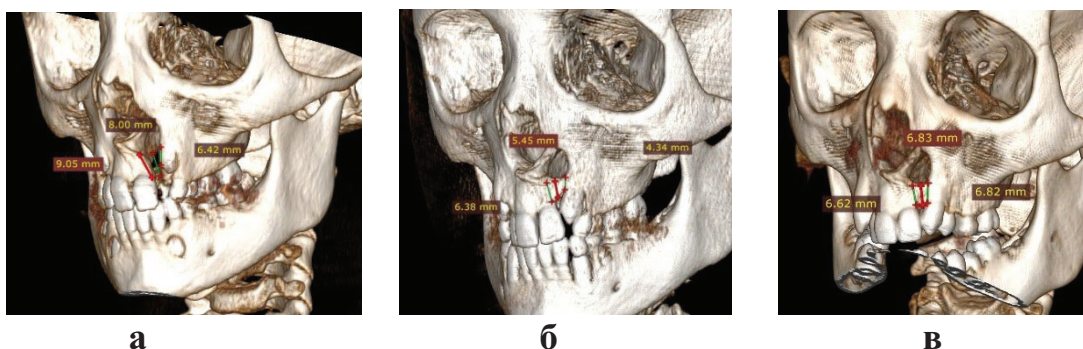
МСКТ 3D-зображення однобічного незрощення альвеолярного відростка до та після кісткової пластики з використанням аутотрансплантата із симфізу нижньої щелепи: висота дефекту до (а), висота сформованого кісткового містка через 6 місяців (б), висота сформованого кісткового містка через 1 рік – тип II (в).
